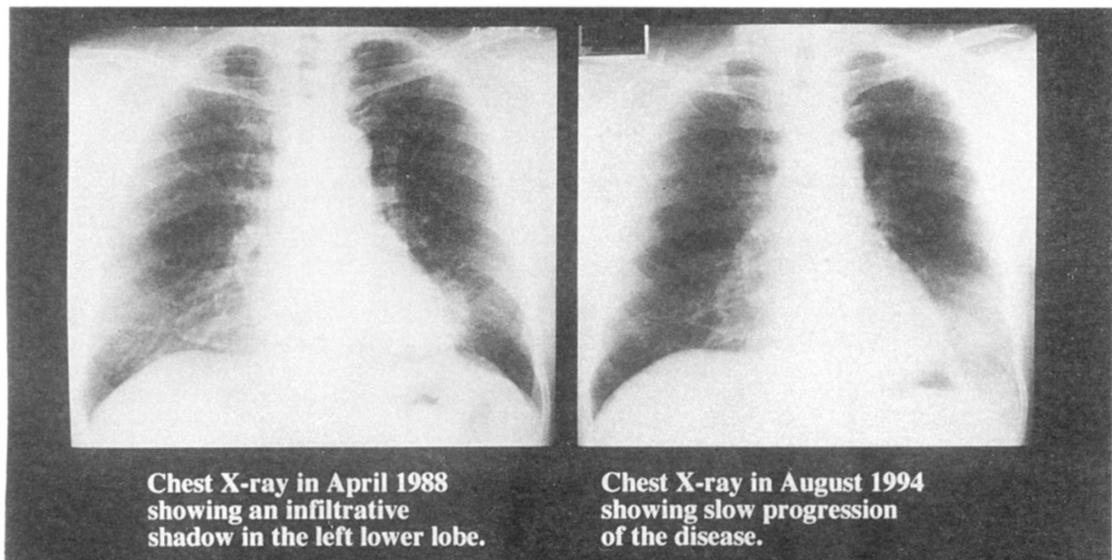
Chest roentgenograms.
